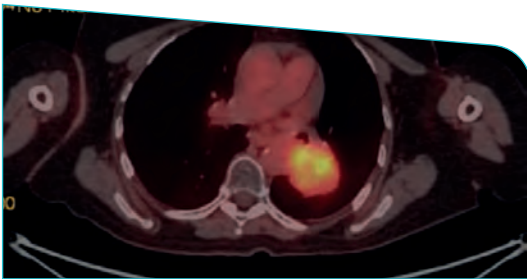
PET-TC de diciembre de 2018, con masa hipermetabólica (SUV 6,1) con centro ametabólico necrótico en región hilar izquierda, compatible con progresión de enfermedad
